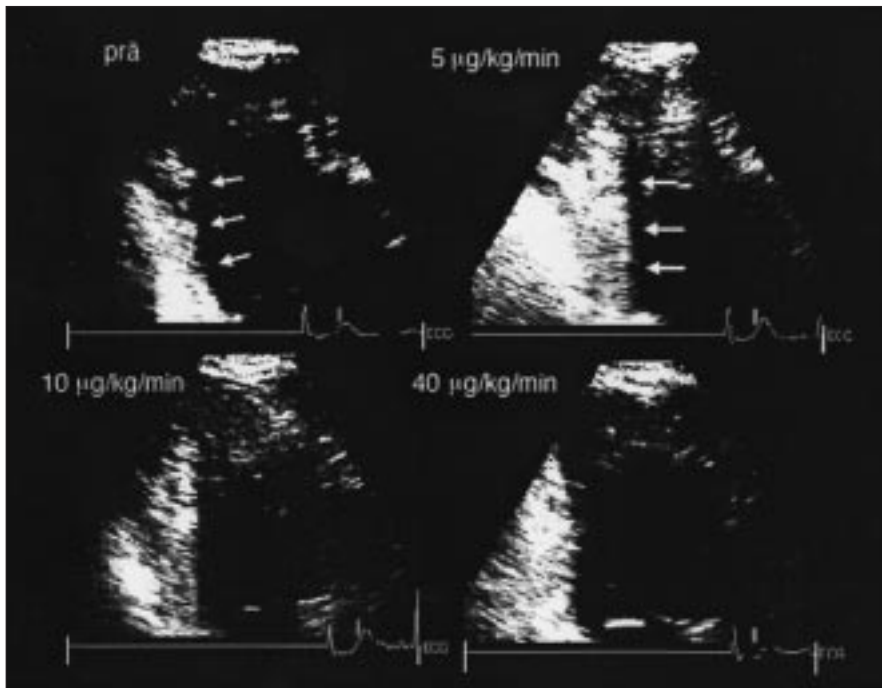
Typisches Beispiel einer Dobutamin-Streßechokardiographie, die bei einem Patienten mit Zustand nach Hinterwandinfarkt eine deutlich bessere Kontraktion im Infarktareal (Pfeile) unter niedrig dosierter Infusion als Hinweis noch vitalen Myokards aufzeigt.
